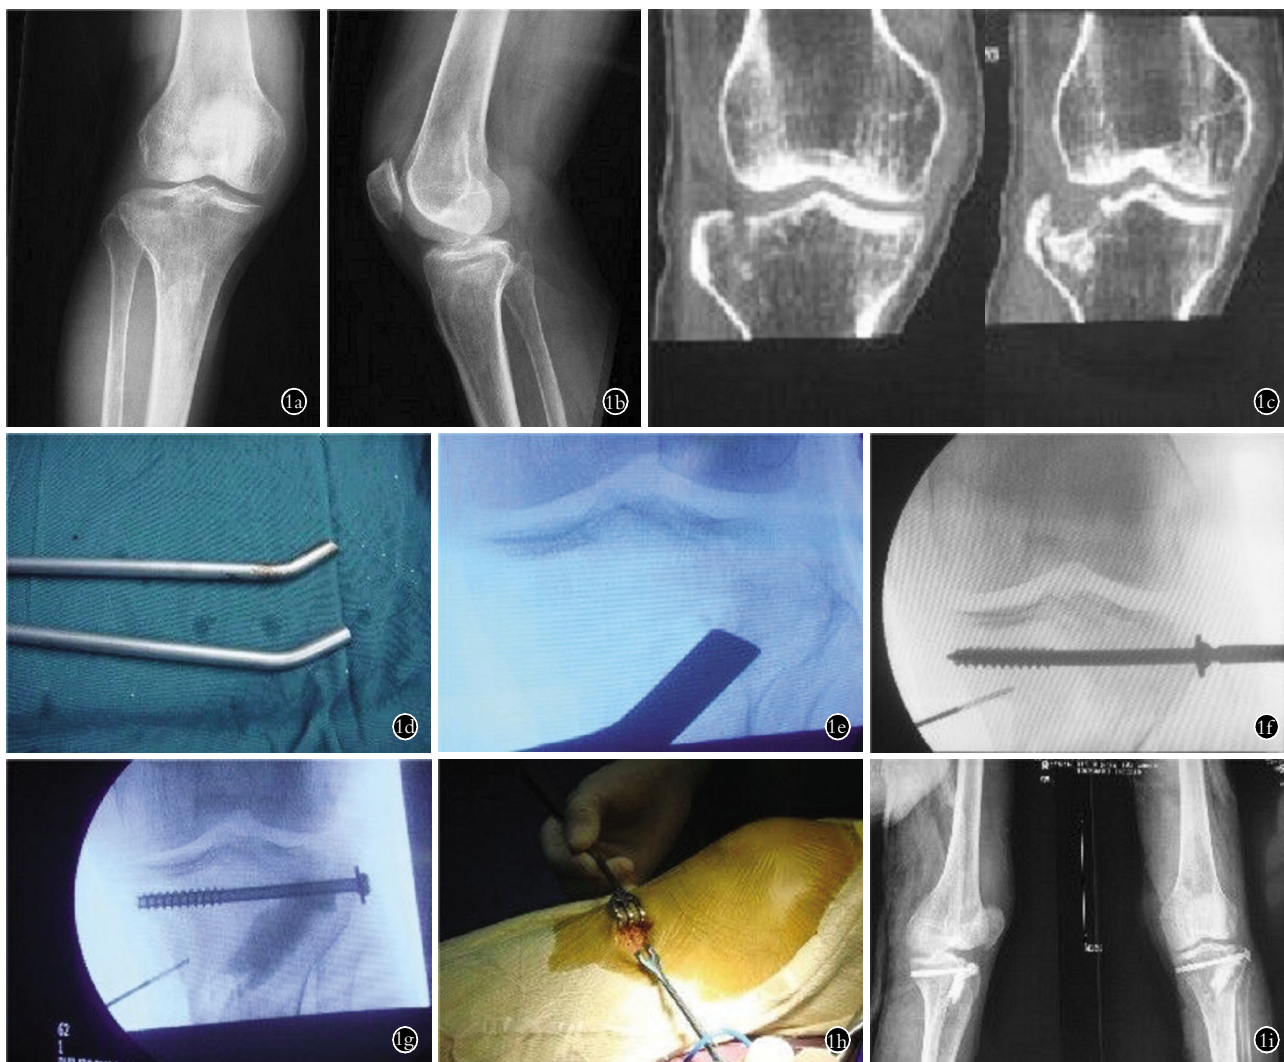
患者,女,58 岁,胫骨平台骨折 1a,1b. 术前正侧位 X 线片 1c. 术前冠状位 CT 1d. 特制金属棒 1e. 术中金属棒复位 1f. 复位后螺钉固定 1g. 骨隧道注入硫酸钙 1h. 手术切口 1i. 术后正侧位 X 线片
